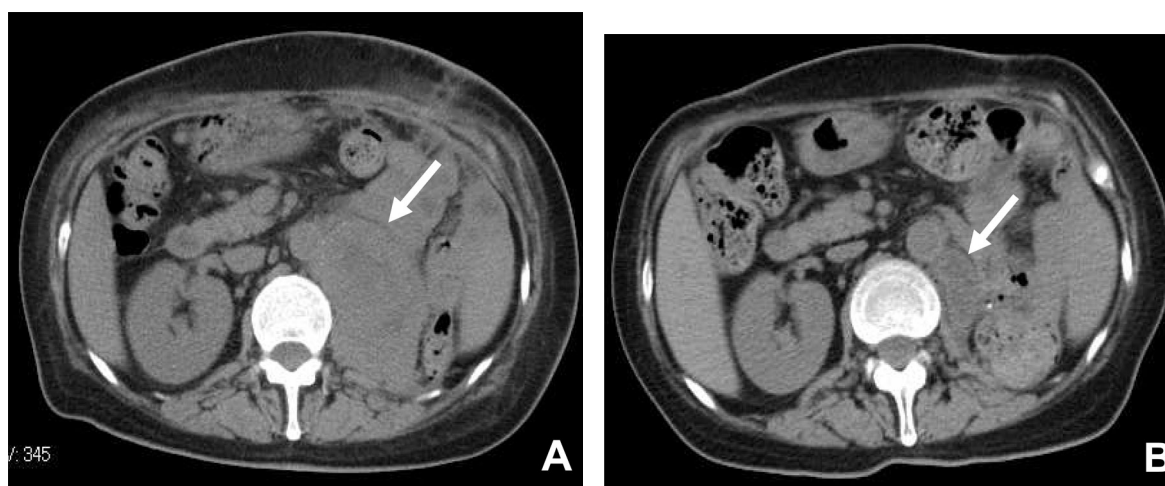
Computed tomography scan revealing an 80×55×90 mm locally recurrent tumor mass (A). The tumor mass decreased to 35×20×50 mm after three courses of combined chemotherapy with gemcitabine and doxorubicin (B).
